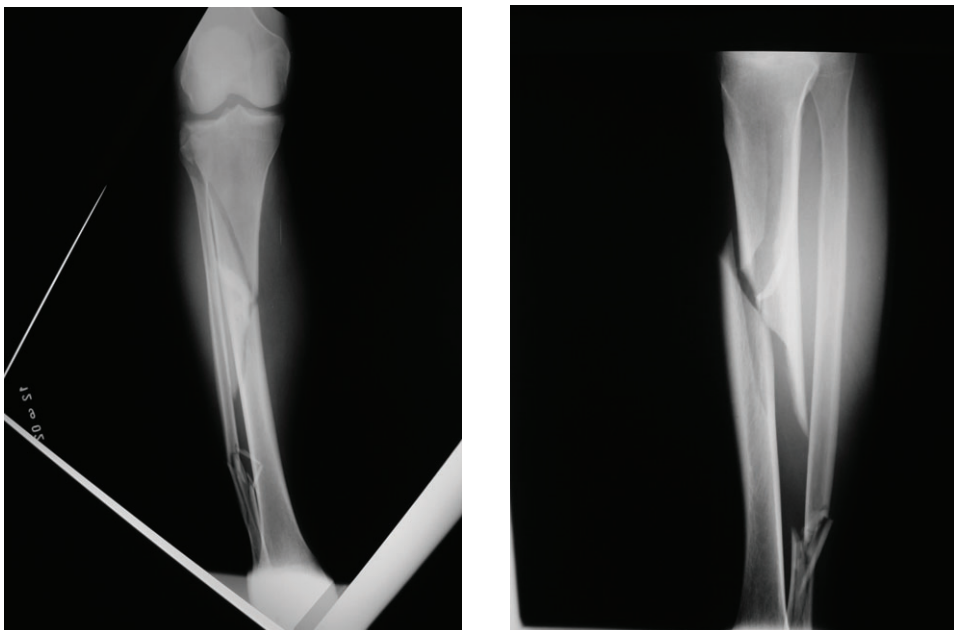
e 1B - Radiografias pré-operatórias em AP e Perfil
